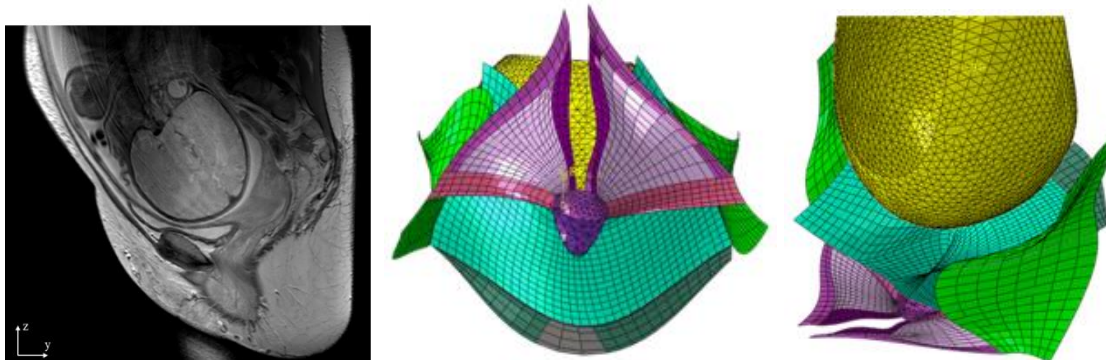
Image IRM, maillage du plancher pelvien, du LAM et de la tête fœtale.
